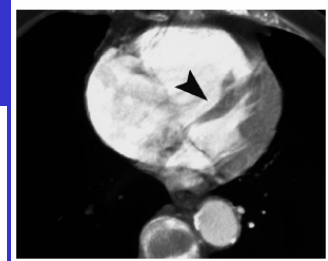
Acute dilatation of the RV with leftward septal bowing in a 68-year-old woman who presented with severe dyspnea and severe hypotension. CT pulmonary angiography showed massive PE, and the PA clot load score calculated according to Qanadli et al (47) was 57%. She underwent a Trendelenburg intervention but died during the first 24 hours after admission. Axial CT pulmonary angiogram obtained at the level of the heart shows signs of cor pulmonale. Note the severe dilatation of the RV and the compression of the LV: The short-axis diameters of the RV and LV were 59.4 mm and 24 mm, respectively, and the RV/LV diameter ratio was 2.5. Also note the leftward bowing of the interventricular septum (arrowhead).
